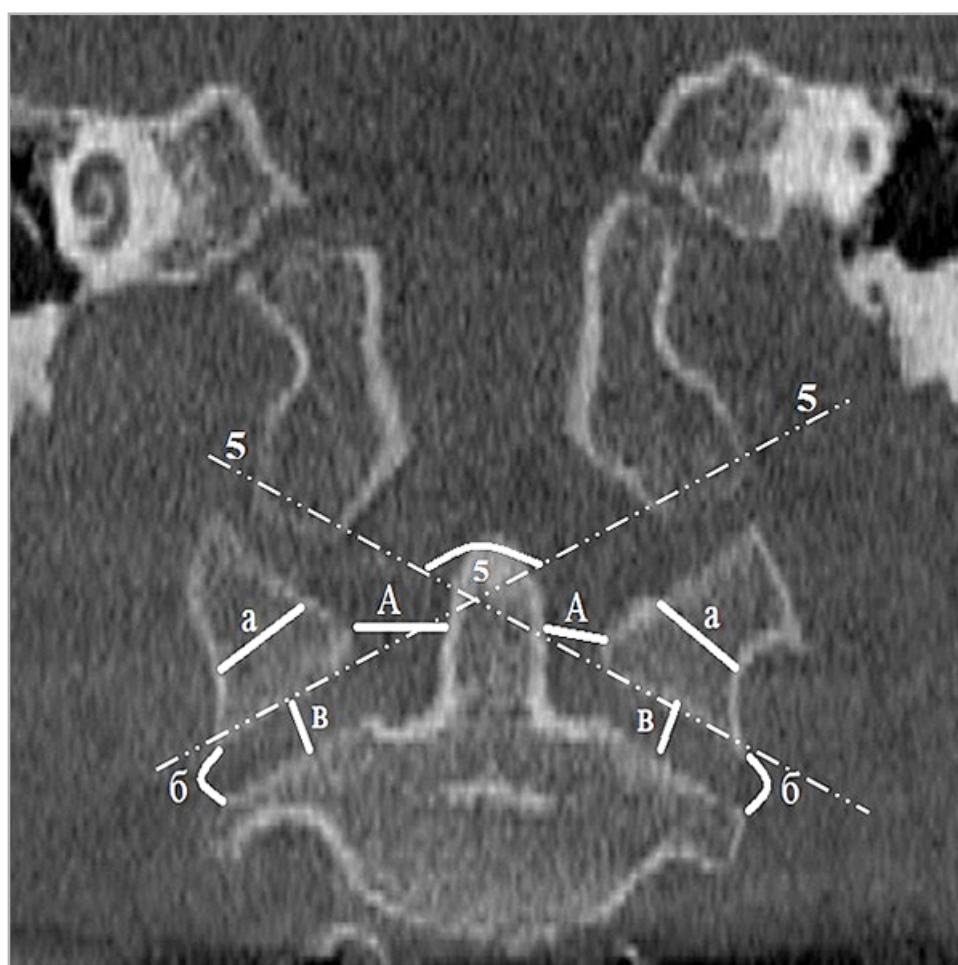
КЛКТ-томограмма, MPR в коронарной плоскости. Уточняющие показатели: расстояние A — расположение зубовидного отростка $C2$ позвонка по отношению к боковым массам $C1$; расстояние a — ширина боковых масс $C1$; расстояние $б$ — расположение боковых масс $C1$ относительно верхней суставной поверхности $C2$; расстояние $в$ — высота суставных пространств латеральной атлантоаксиальной фасетки. Угол 5 — кондиллярный угол, образованный пересечением линий 5
